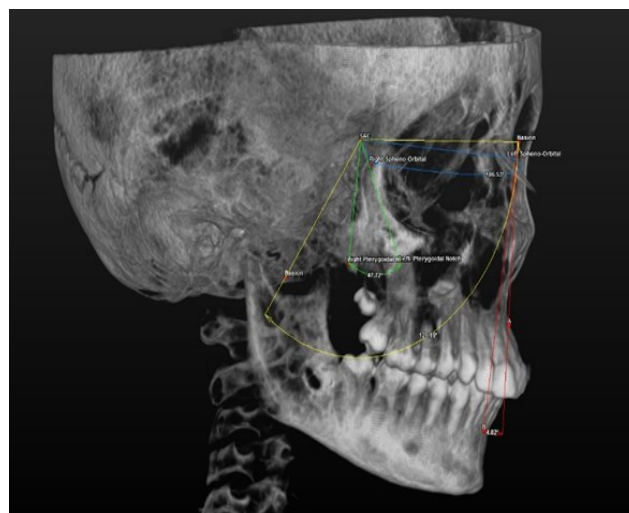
Definitions and measurements of CBCT landmarks and variables in three dimensional image.
